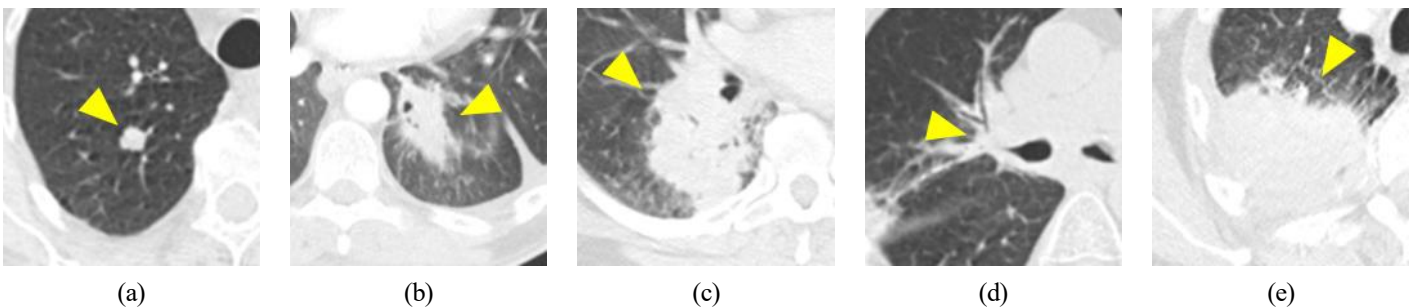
Examples of lung tumors with various sizes, shapes and locations on chest CT images: (a) small-sized lung cancer, (b) medium-sized lung cancer, (c) large-sized lung cancer, (d) mediastinum-attached lung cancer, (e) chest wall-attached lung cancer
